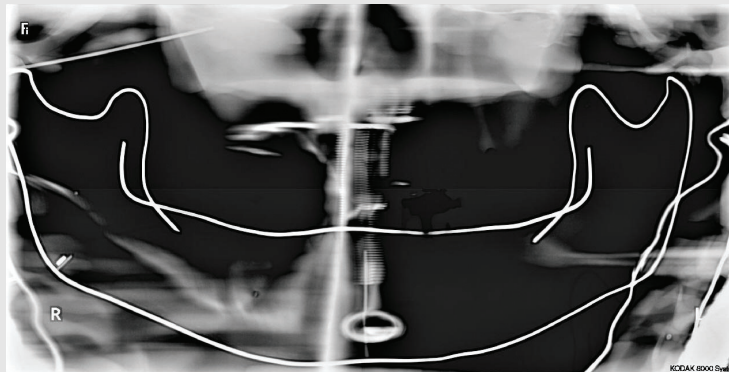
Panoramic radiograph taken at a distance of 0.5 cm. More superimposition of transverse processes of the cervical vertebra on the mandibular ramus.
